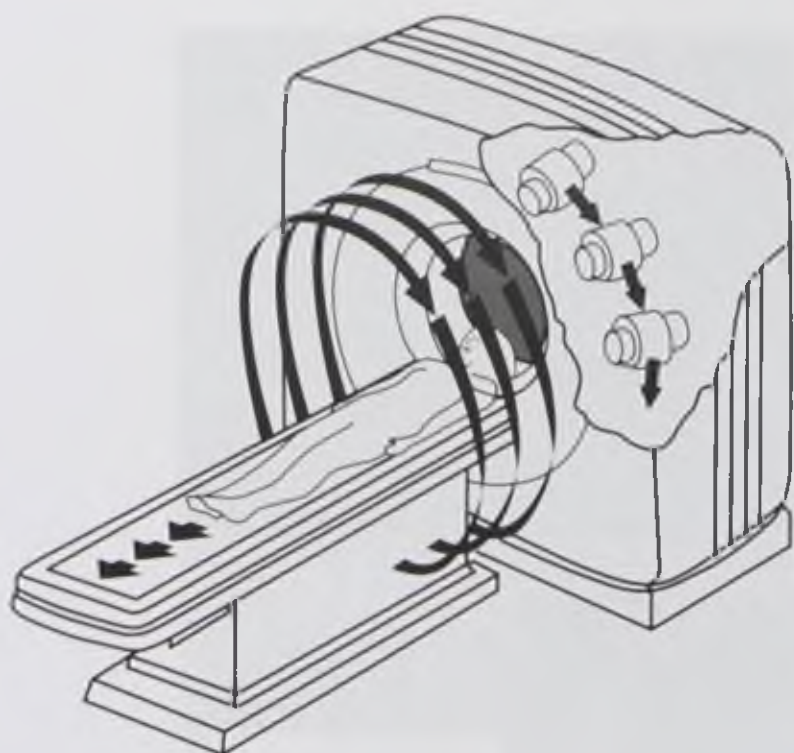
Соотношение движений рентгеновской трубки и стола с пациентом при последовательной технологии сканирования
